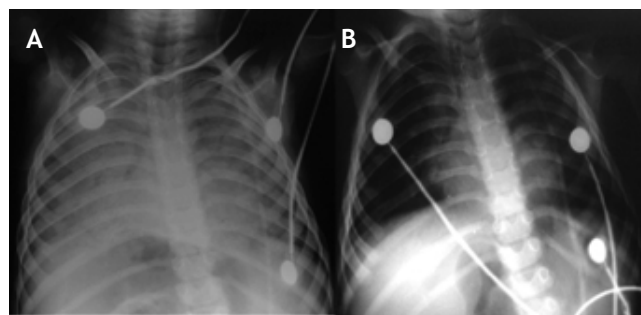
Radiografía torácica con infiltración alveolar bilateral simétrica tomada al ingreso.
